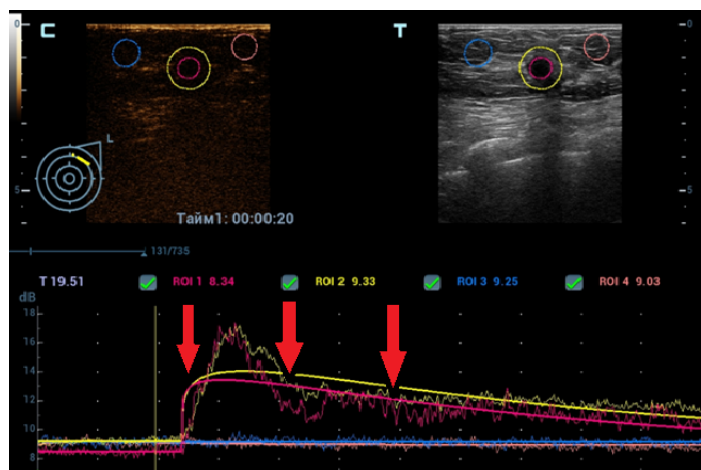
РМЖ. КУУЗИ: кинетика контрастирования гипervasкулярного УО. ТИС-кривая характеризуется быстрым накоплением ЭКП, высокими показателями PI и интенсивным вымыванием ЭКП
